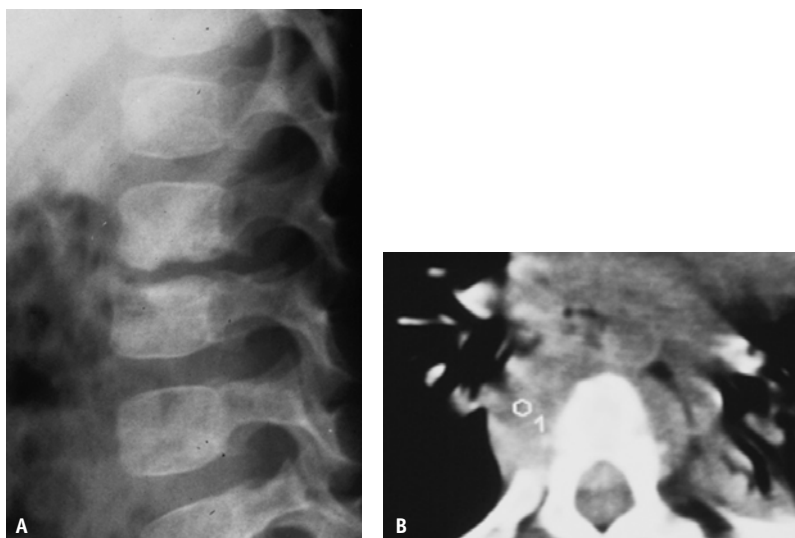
Espondilodiscite tuberculosa na coluna torácica em paciente do sexo masculino, 6 anos. Radiografia e TC demonstram redução na altura discal, irregularidade e esclerose dos planaltos vertebrais envolvidos, associados ao comprometimento das partes moles paravertebrais e extensão epidural.
